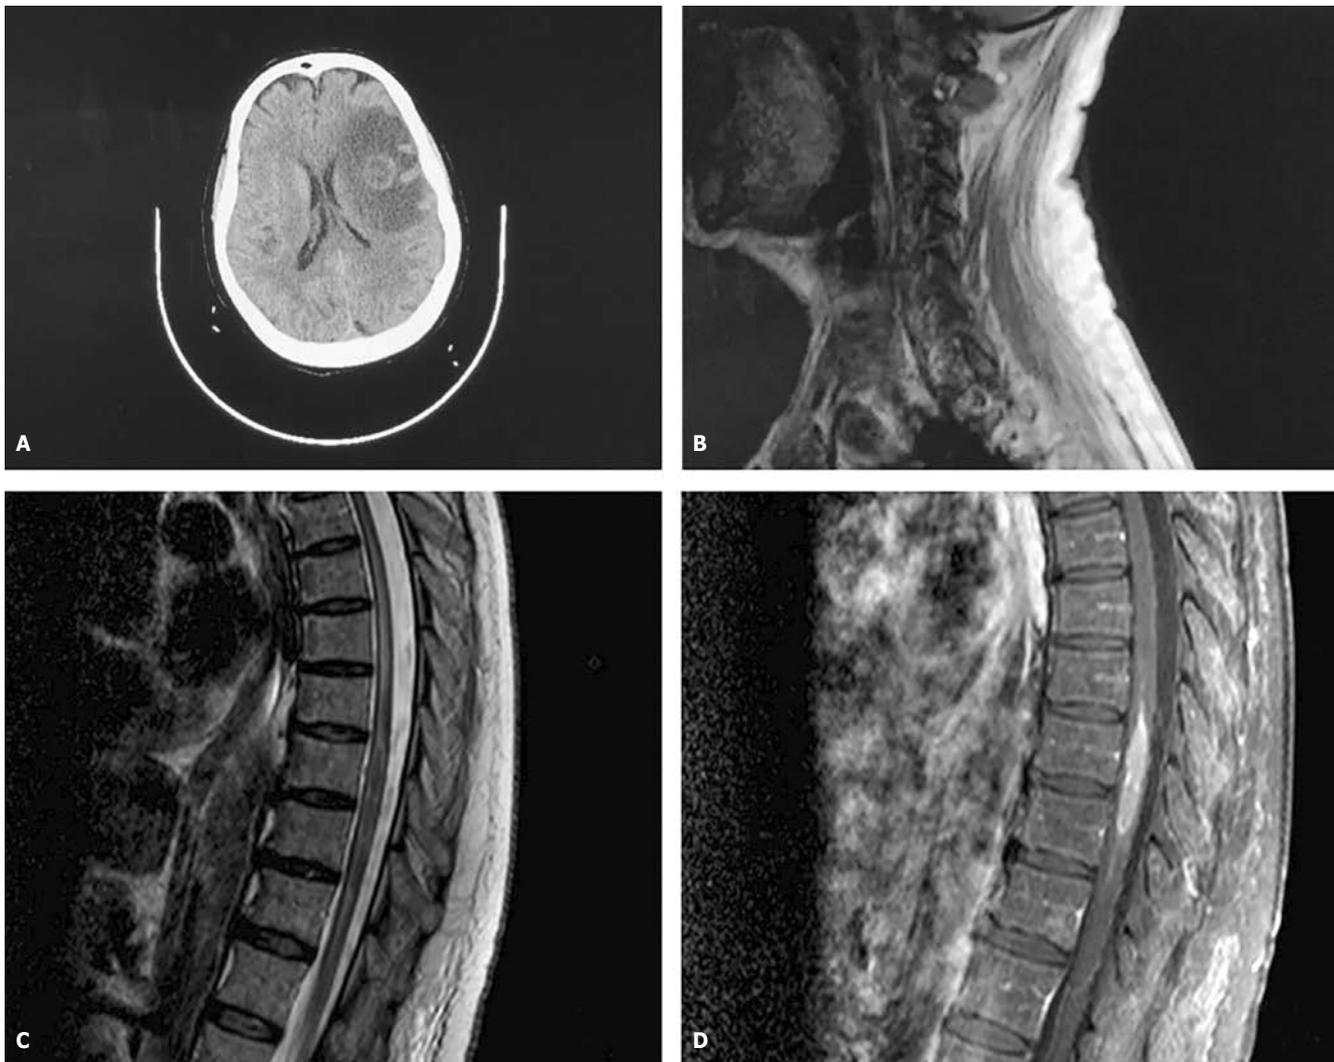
A) TC de cráneo, corte axial, donde se objetiva lesión a nivel cerebral con edema perilesional. B) RM de columna cervical, corte sagital, observándose imagen nodular intramedular a nivel de C6. C) RM columna dorsal, corte sagital T2, sin observarse claramente lesión a nivel intramedular. D) RM de columna dorsal, corte sagital con gadolinio, visualizándose lesión intramedular a nivel D8 a D10.
